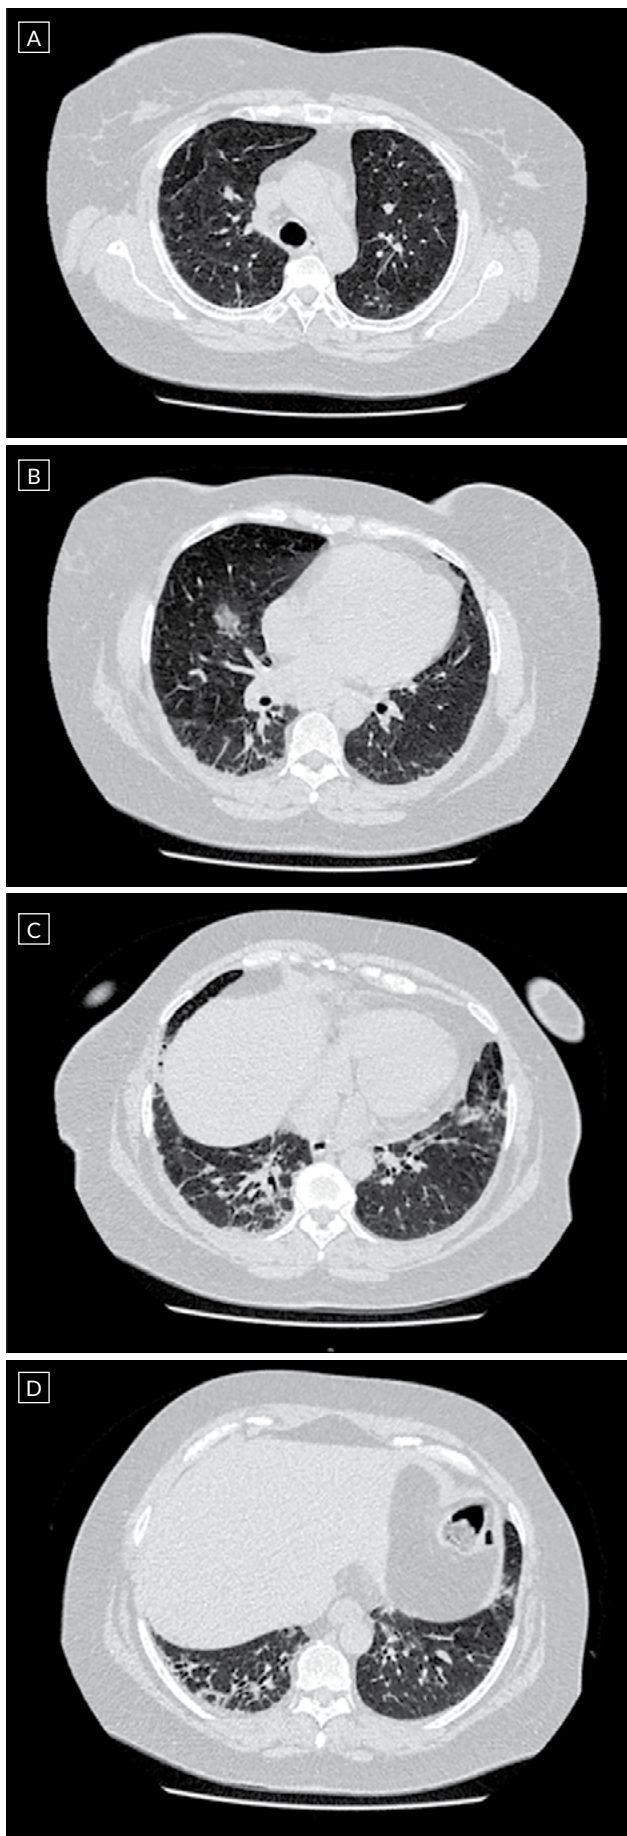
A a D, imagens da TC, com padrão de fibrose intersticial com espessamento dos septos inter e intralobulares bilateral difuso, bronquiectasias e bronquiolectasias e espessamento e densificações peribrônquicas, particularmente nos lobos inferiores
